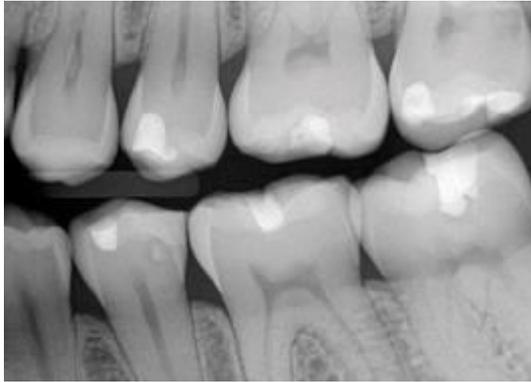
Radiografía interproximal o de aleta de mordida.
